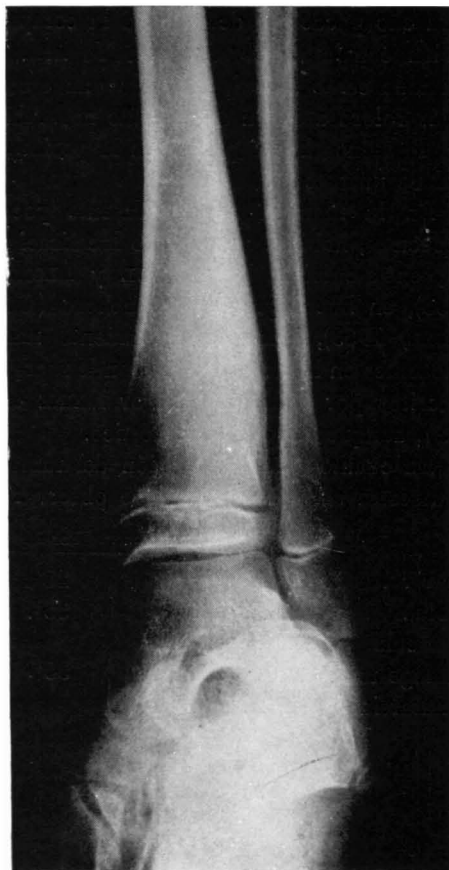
Radiografía correspondiente al caso número 8 en la que se ve la gran esclerosis de la cortical externa del tercio inferior de la tibia de una niña de nueve años, que llega a insuflar el hueso, pero que pese a la radiografía hiperpenetrada no pudo observarse la imagen de *nidus*, pero que la anatomía patológica del bloque de resección confirmó el diagnóstico clínico de osteoma osteoide.
